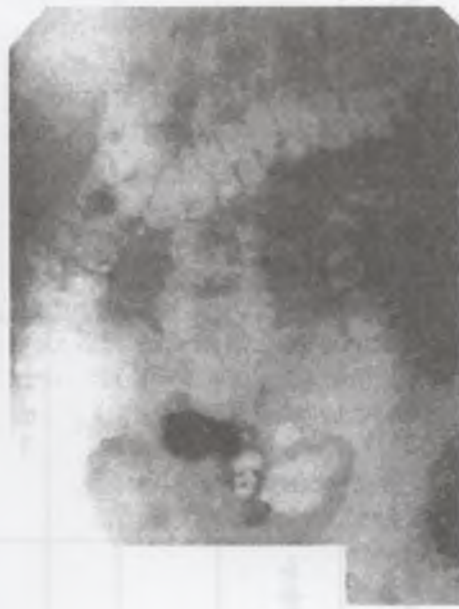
Контрастная рентгенограмма толстой кишки больной Н. (пассаже) Синдром печеночного изгиба (правой флексуры).
